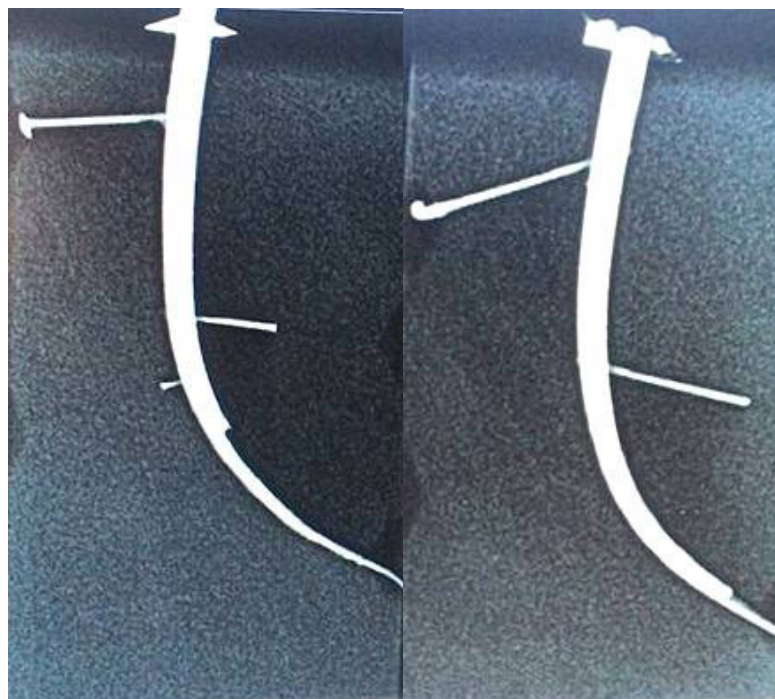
Radiografia de dois blocos obturados de cada cimento por vez.
